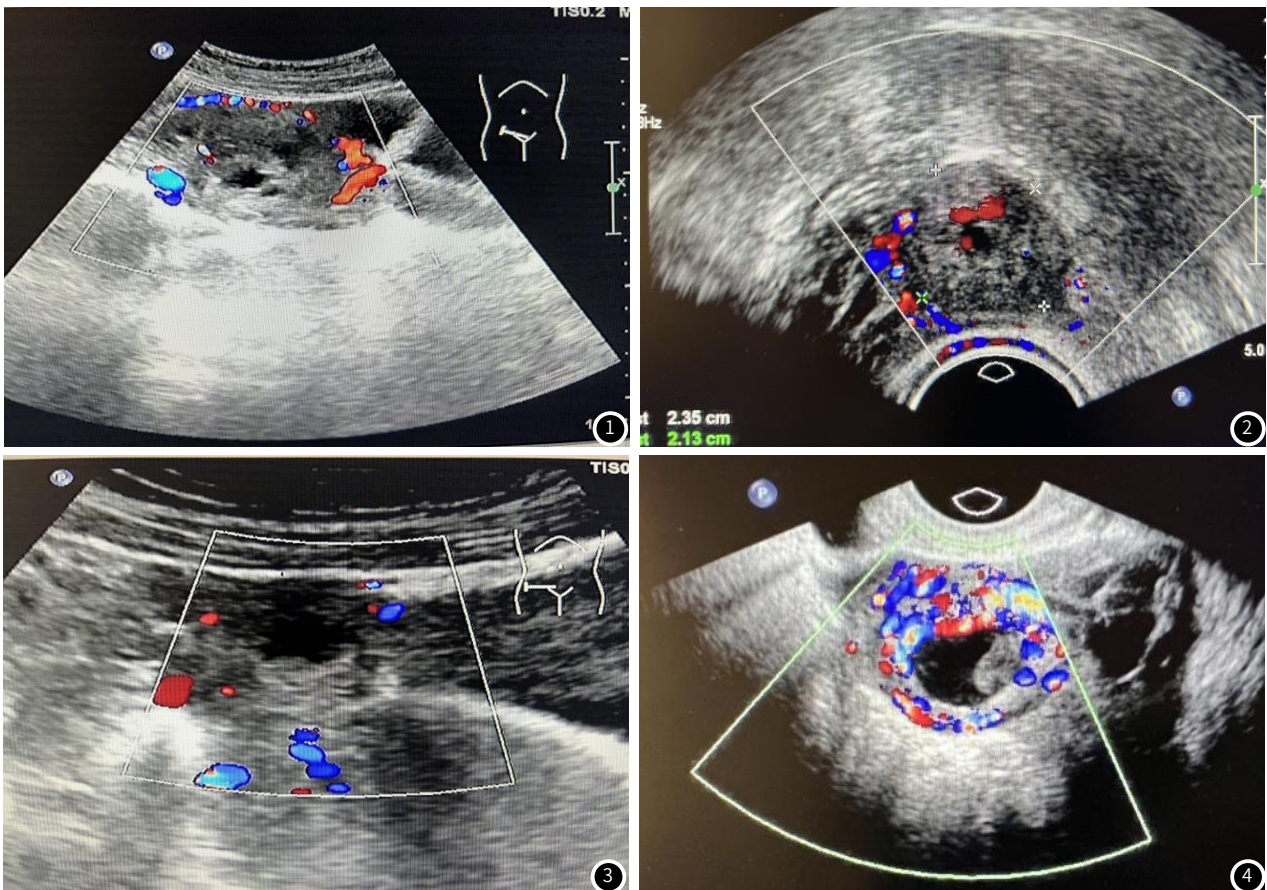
对照组患者经腹彩色多普勒超声检测:右附件区不均质团块,内部回声呈实性稍高回声,与周围卵巢组织分界不清,团块周围可见半环状血流信号。图2 对照组患者经阴道彩色多普勒超声检测:右附件区不均质团块,内部回声呈实性中低回声,与周围卵巢组织分界不清,团块周围可见环状血流信号。图3 观察组患者经腹彩色多普勒超声检测:右附件区不均质团块,一妊娠囊环状高回声结构,壁厚回声强,中央呈无回声,即“面包圈征”,未见明显卵黄囊、胚胎等结构,团块内血流呈点状、条状。图4 观察组患者经阴道彩色多普勒超声检测:右附件区不均质团块,一妊娠囊环状高回声结构,壁厚回声强,中央呈无回声,即“面包圈征”,内可见卵黄囊及胎芽组织,未见心管搏动,团块内血流呈环状。
